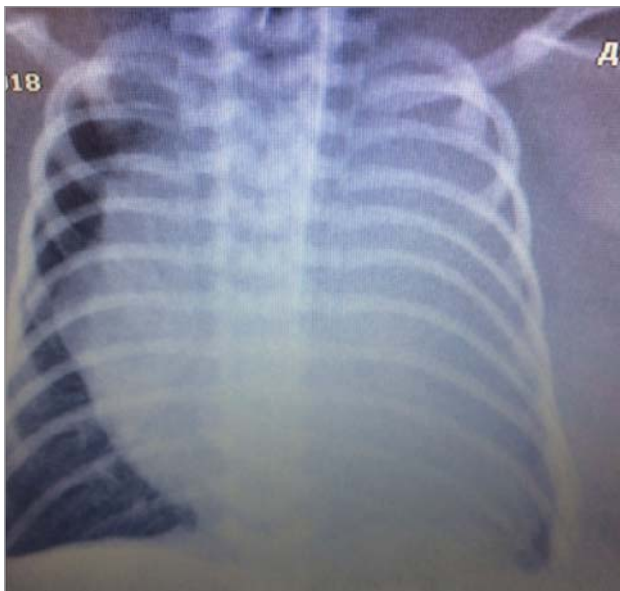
Фронтальна рентгенографія органів грудної клітки новонародженої дівчинки на 1-шу добу
